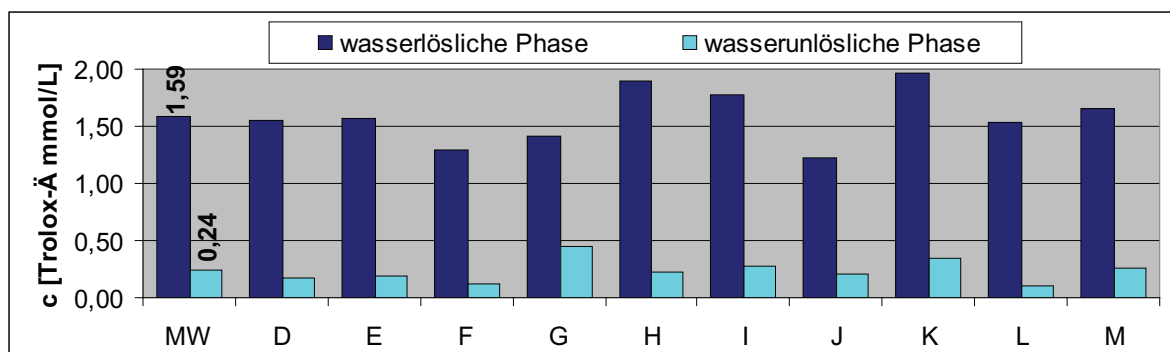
TAC-Werte in Tiefkühlerbsen. MW sind die Mittelwerte von D bis M
